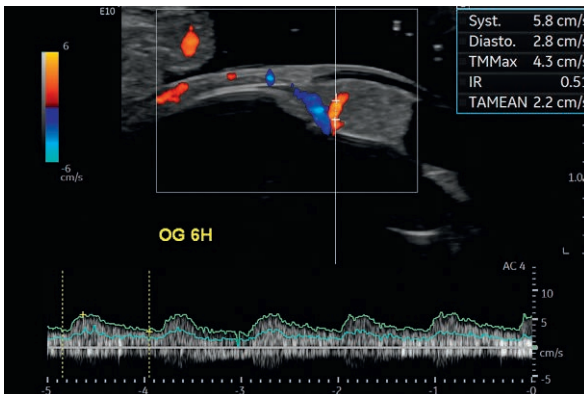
Volumineux mélanome de l'iris vascularisé – écho-Doppler couleur.
